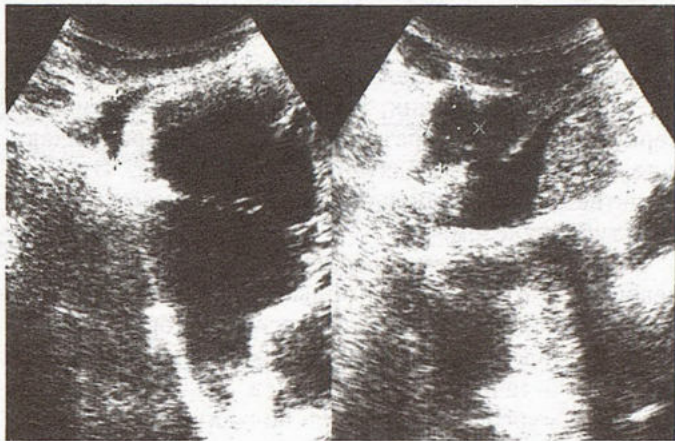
Эхотомограмма правой половины грудной клетки.
